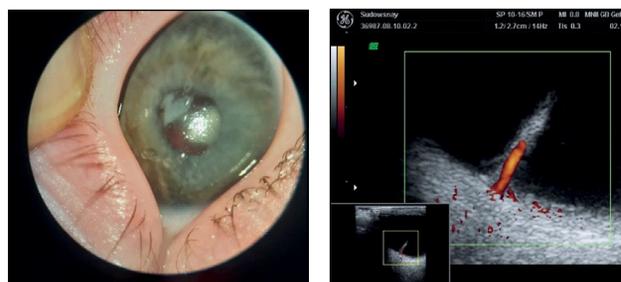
Ребёнок С., 3 мес. Врождённая атипичная катаракта с кальцификатами и микрокорнея. По данным УЗИ, тяж в стекловидном теле идущий от диска зрительного нерва к задней капсуле хрусталика.
